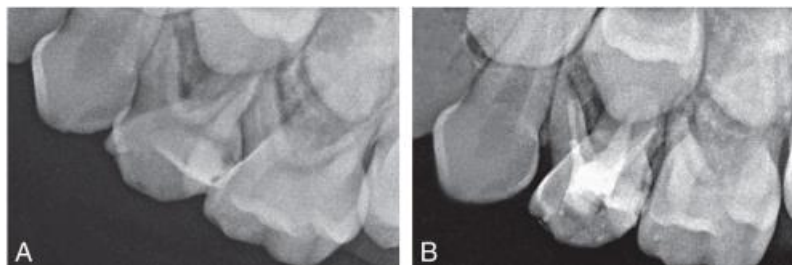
Radiographies pré-opératoire (A) et post-opératoire (B) centrées sur la première molaire maxillaire gauche temporaire (n°64) ayant subi une pulpectomie (53)
